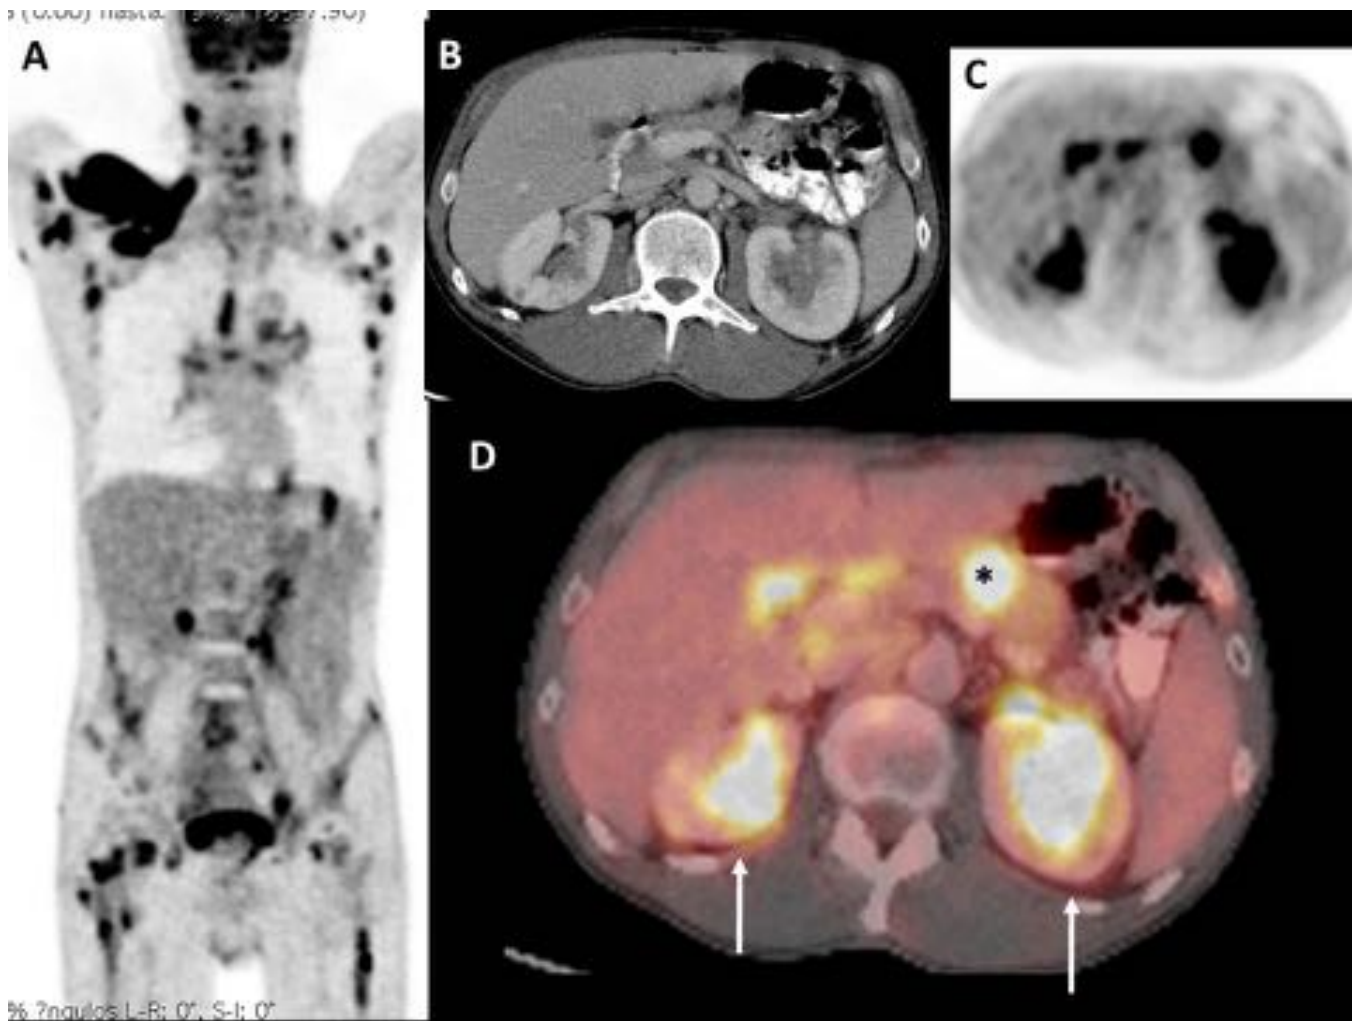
18FDG-PET/TC Verdadero positivo. Paciente varón de 61 años con LDCGB. Masas sólidas bilaterales en los senos renales con captación de 18FDG en relación con afectación del tracto genitourinario (B-D, flechas). La captación nodular de 18FDG en epigastrio, vista con dificultad en el TC con contraste intravenoso, confirma la afectación del tracto gastrointestinal (B-D, asterisco).
